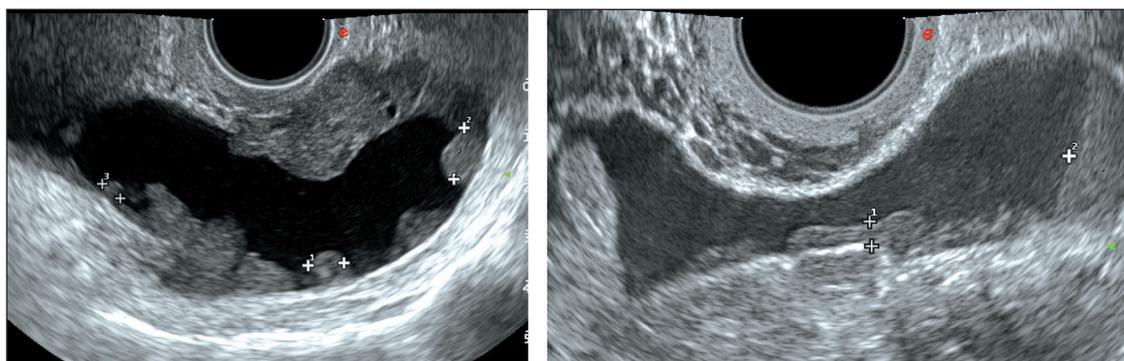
УЗИ малого таза. Канцероматоз брюшины на фоне асцита, визуализируются участки канцероматоза брюшины в виде узлов солидного строения размерами от 5 мм до 26 мм [17]
